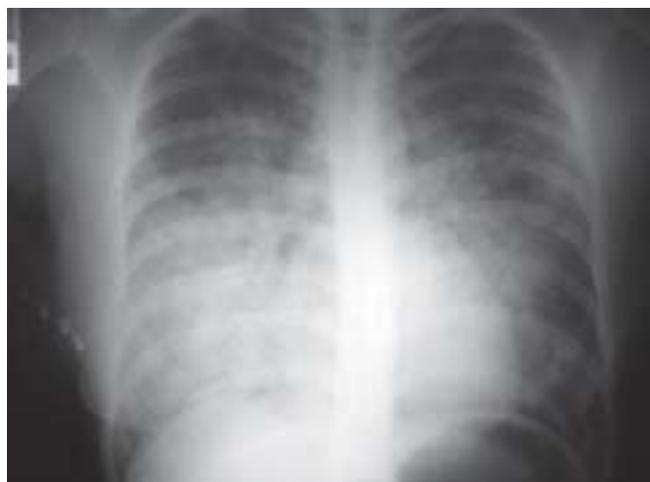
Radiografia de Tórax Realizada Logo após o Início dos Sintomas. Revela opacidades alveolares difusas e confluentes nos dois terços inferiores dos pulmões, com predomínio à direita.
